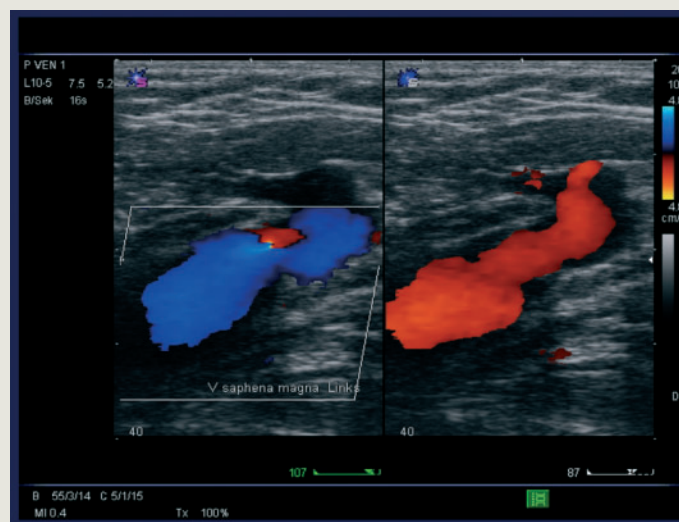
Farbduplexsonographie einer Crosseninsuffizienz: Unter Valsalva-Manöver (rechts) kommt es zum Rückstrom venösen Blutes auf die Sonde zu (rot).
